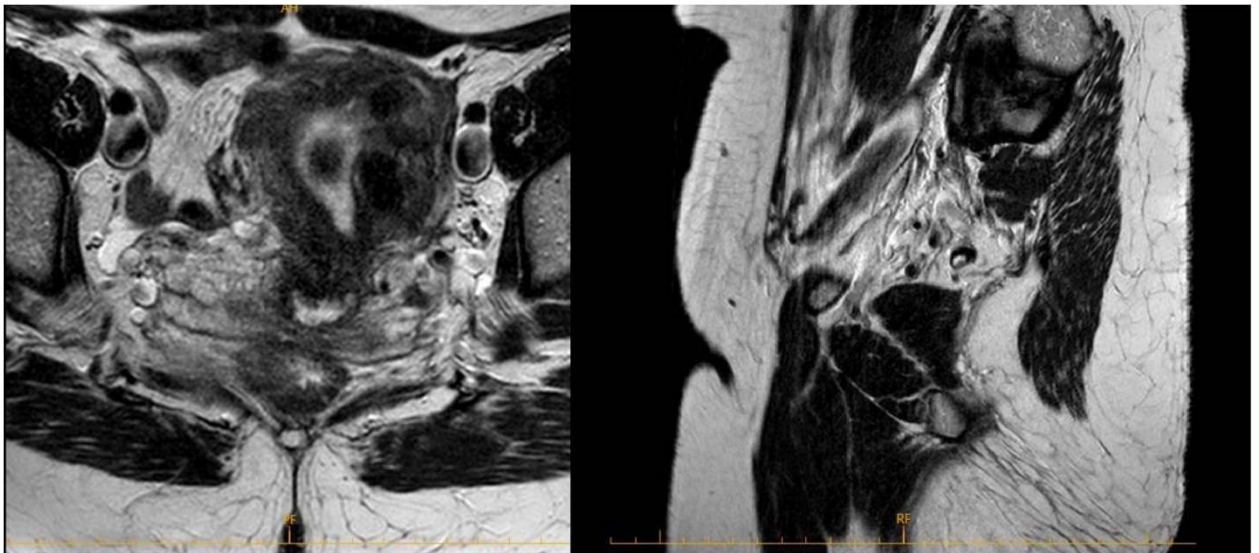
Магнитно-резонансная томография пациентки Р., 51 год.
